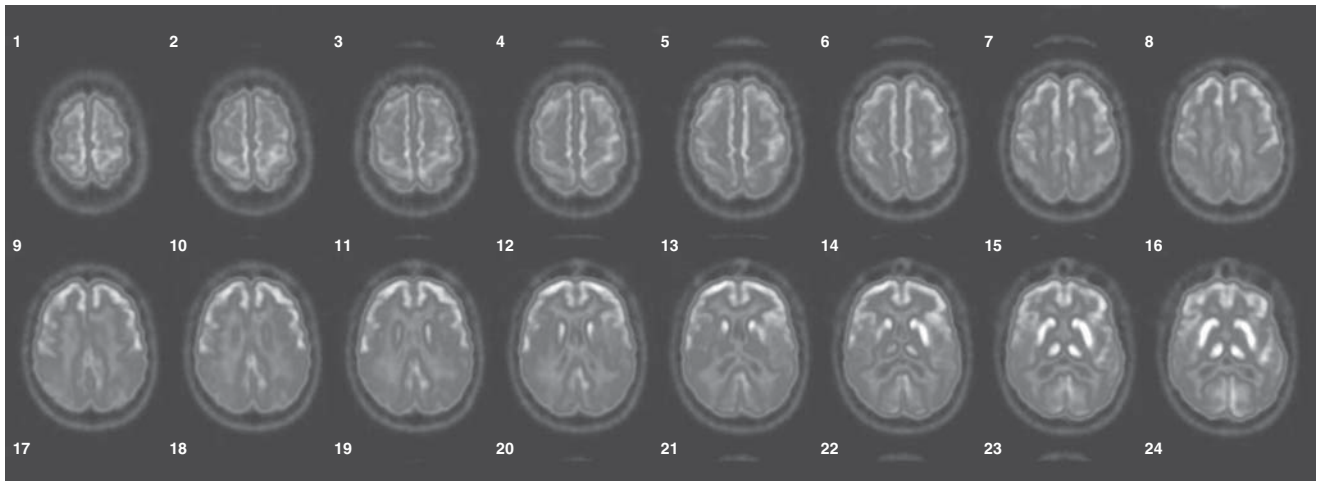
Paciente de 62 años con trastorno de la memoria. RM, atrofia usual para la edad. TEP/FDG, disminución del metabolismo parietal bilateral consistente con demencia parietal.
